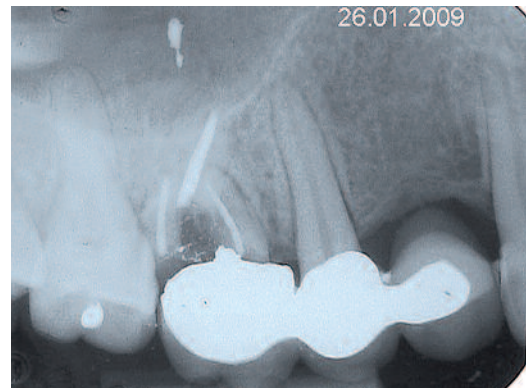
Radiographie avant traitement : délabrement coro-radiculaire de la 16 et ostéite en 14 par compression excessive de l'intermédiaire sur la crête osseuse.
